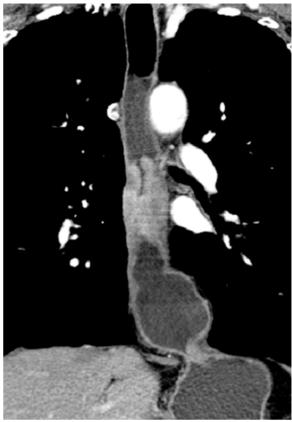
Polypöser Tumor, zirkulär wachsend im distalen Ösophagus in Koronarer Ansicht einer Multislice-CT-Sequenz
